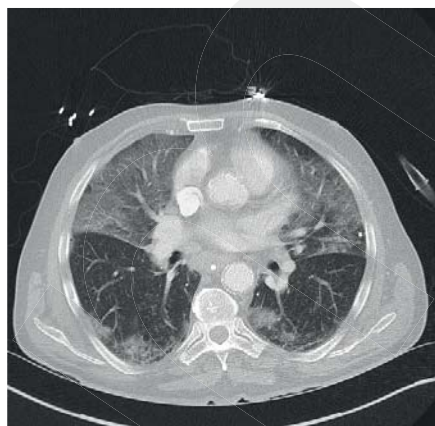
CT-Thorax. Gleicher Patient wie Bild 3. Aufnahme erfolgte allerdings 5 Tage früher bei beginnendem ARDS. Es zeigen sich ausgeprägte milchglasartige Veränderungen in beiden Ober- und dem Mittellappen. Keine Zeichen einer kardialen Dekompensation.
